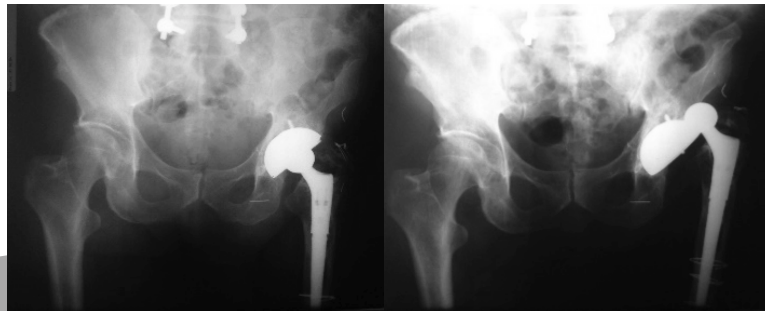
Aspecto da luxação em uma radiografia
